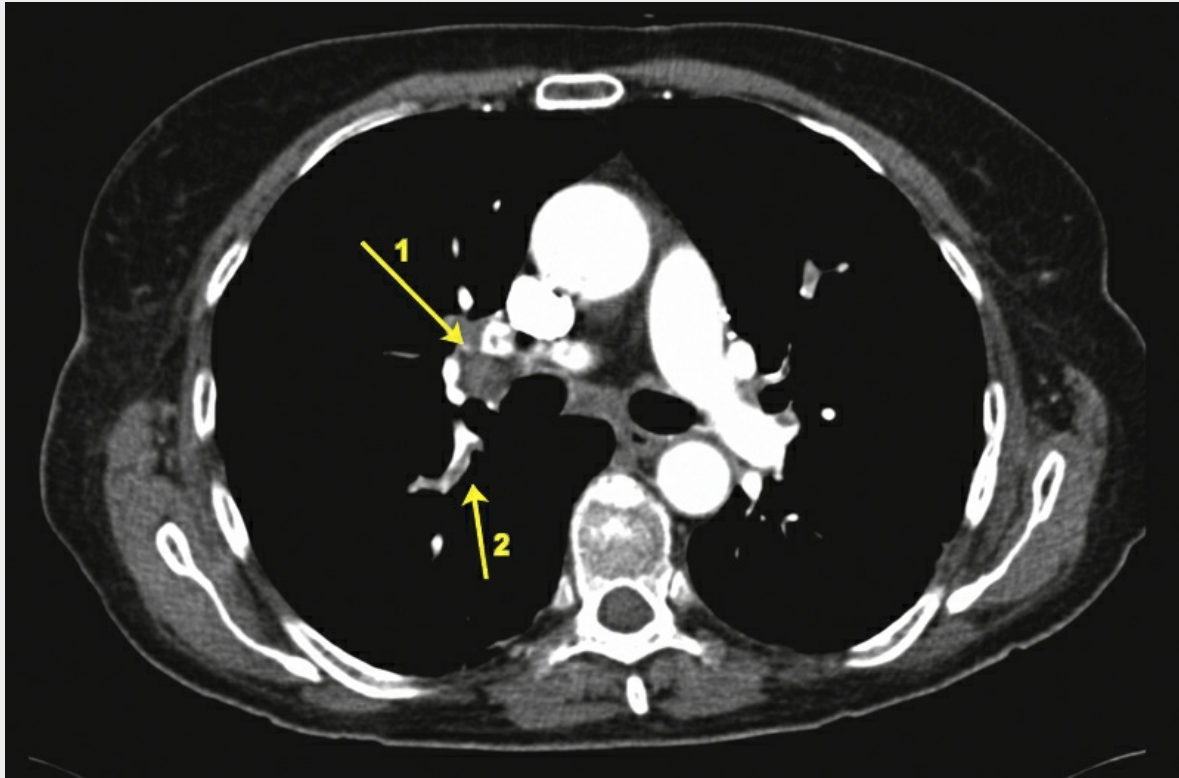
Lungenembolie in der CT-Bildgebung mit Kontrastmittel.
